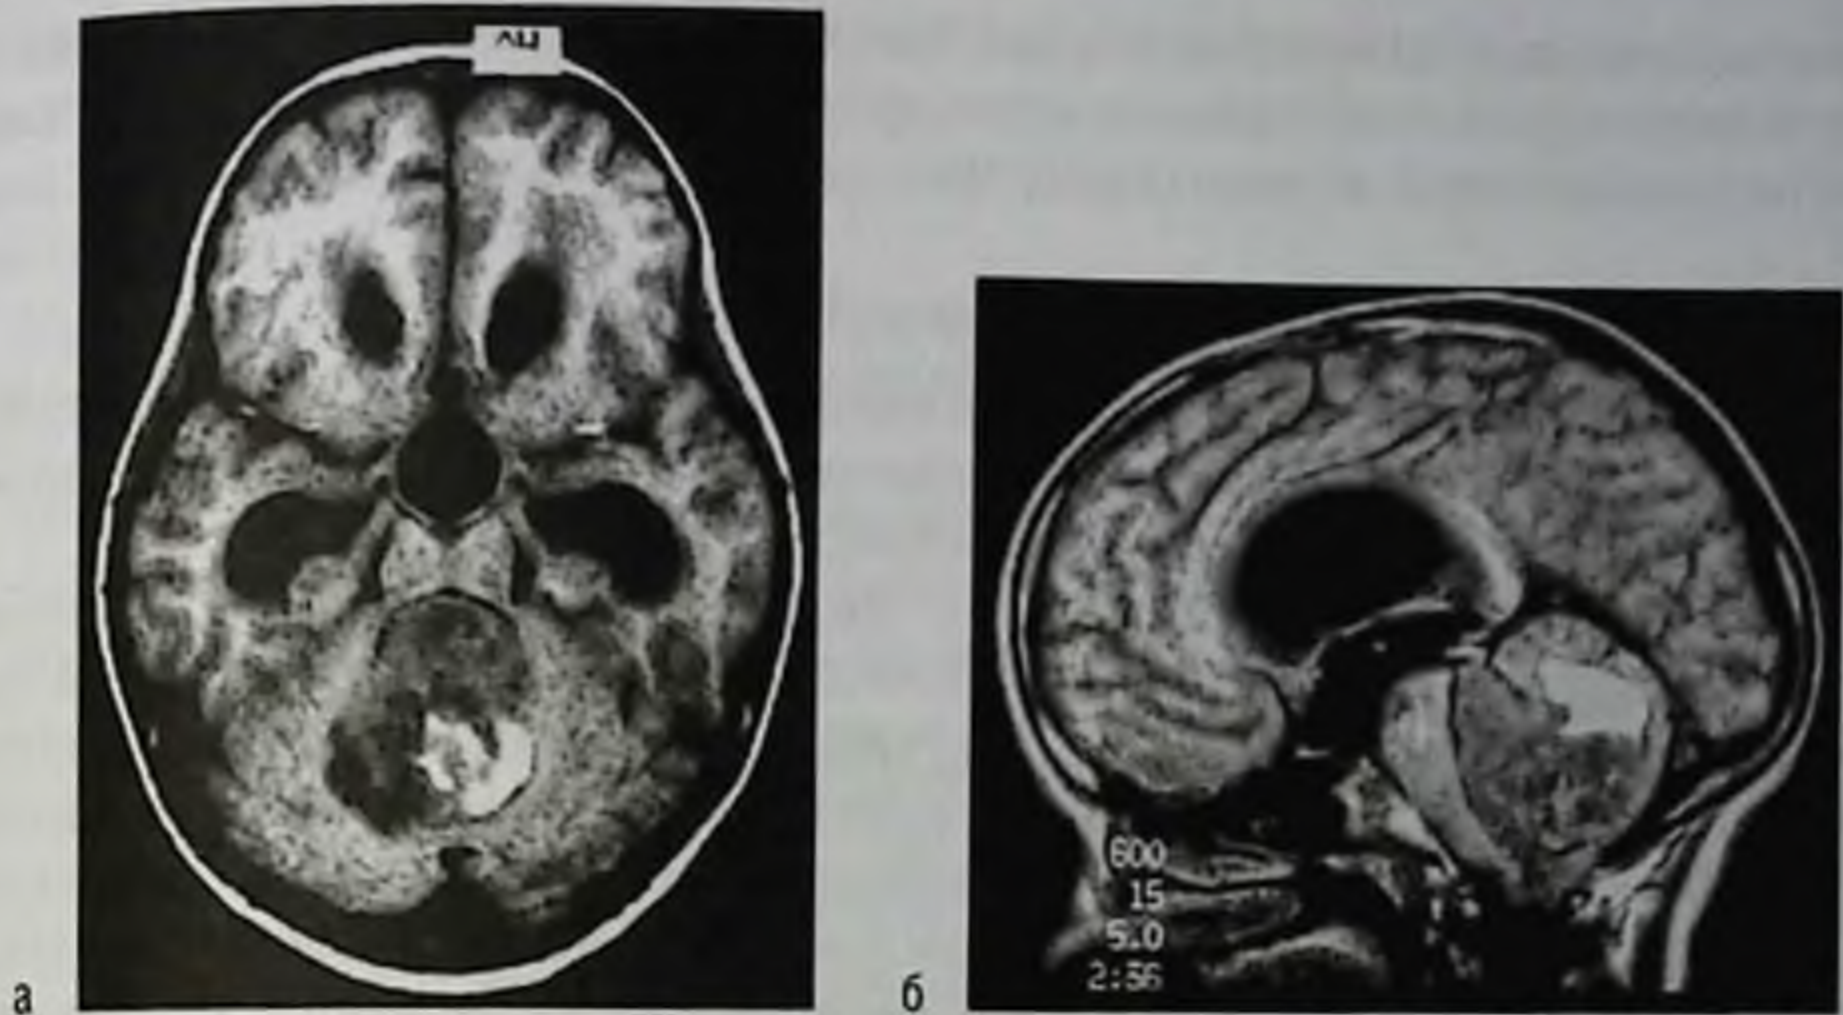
Медуллобластома. Магнитно-резонансная томограмма, T1-взвешенные изображения: а — аксиальная проекция; б — сагиттальная проекция; опухоль больших размеров тампонирует полость IV желудочка
